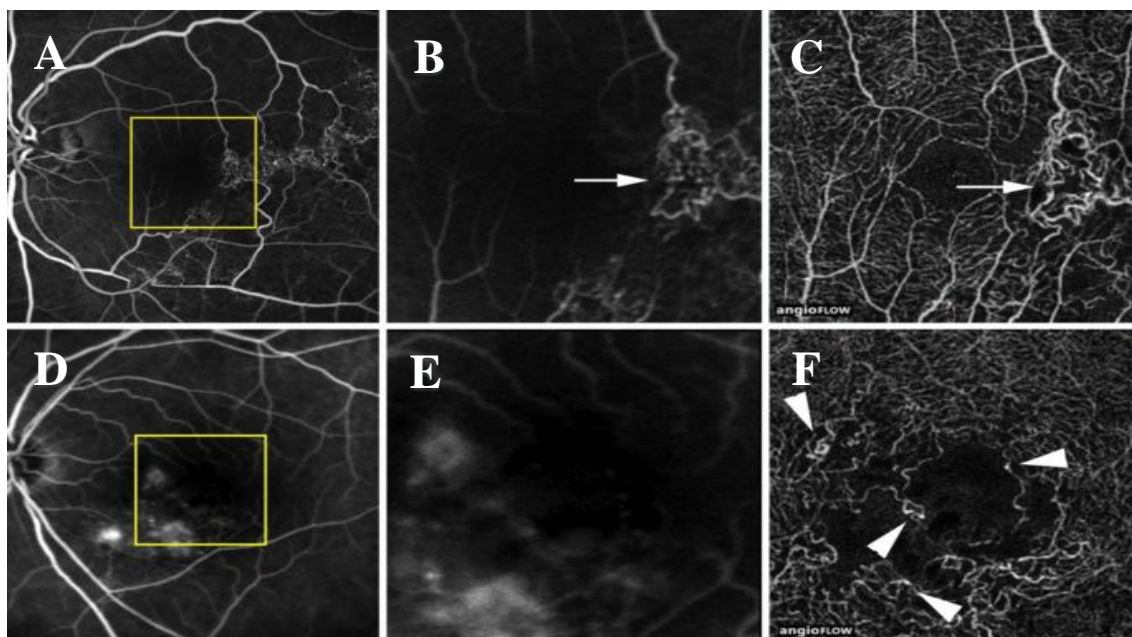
ORVR. A e B são imagens obtidas por AF do plexo superficial, sendo B a ampliação do quadrado amarelo. Nota-se uma difícil delimitação da rede microvascular. C é obtido por OCTA, também do plexo superficial. As setas assinalam vasos colaterais. D e E são imagens obtidas por AF do plexo profundo, sendo E a ampliação do quadrado amarelo. F é obtido por OCTA, também do plexo profundo. É possível a identificação de telangiectasias apenas no angiograma por OCTA. É também facilmente identificável no plexo profundo a presença de microaneurismas, assinalados pelas cabeças de seta. Observam-se espaços cistoides. Retirado de: Suzuki, N. et al. *Microvascular Abnormalities on Optical Coherence Tomography Angiography in Macular Edema Associated with Branch Retinal Vein Occlusion*. *Am. J. Ophthalmol.* 161, 126–132e1 (2016).
